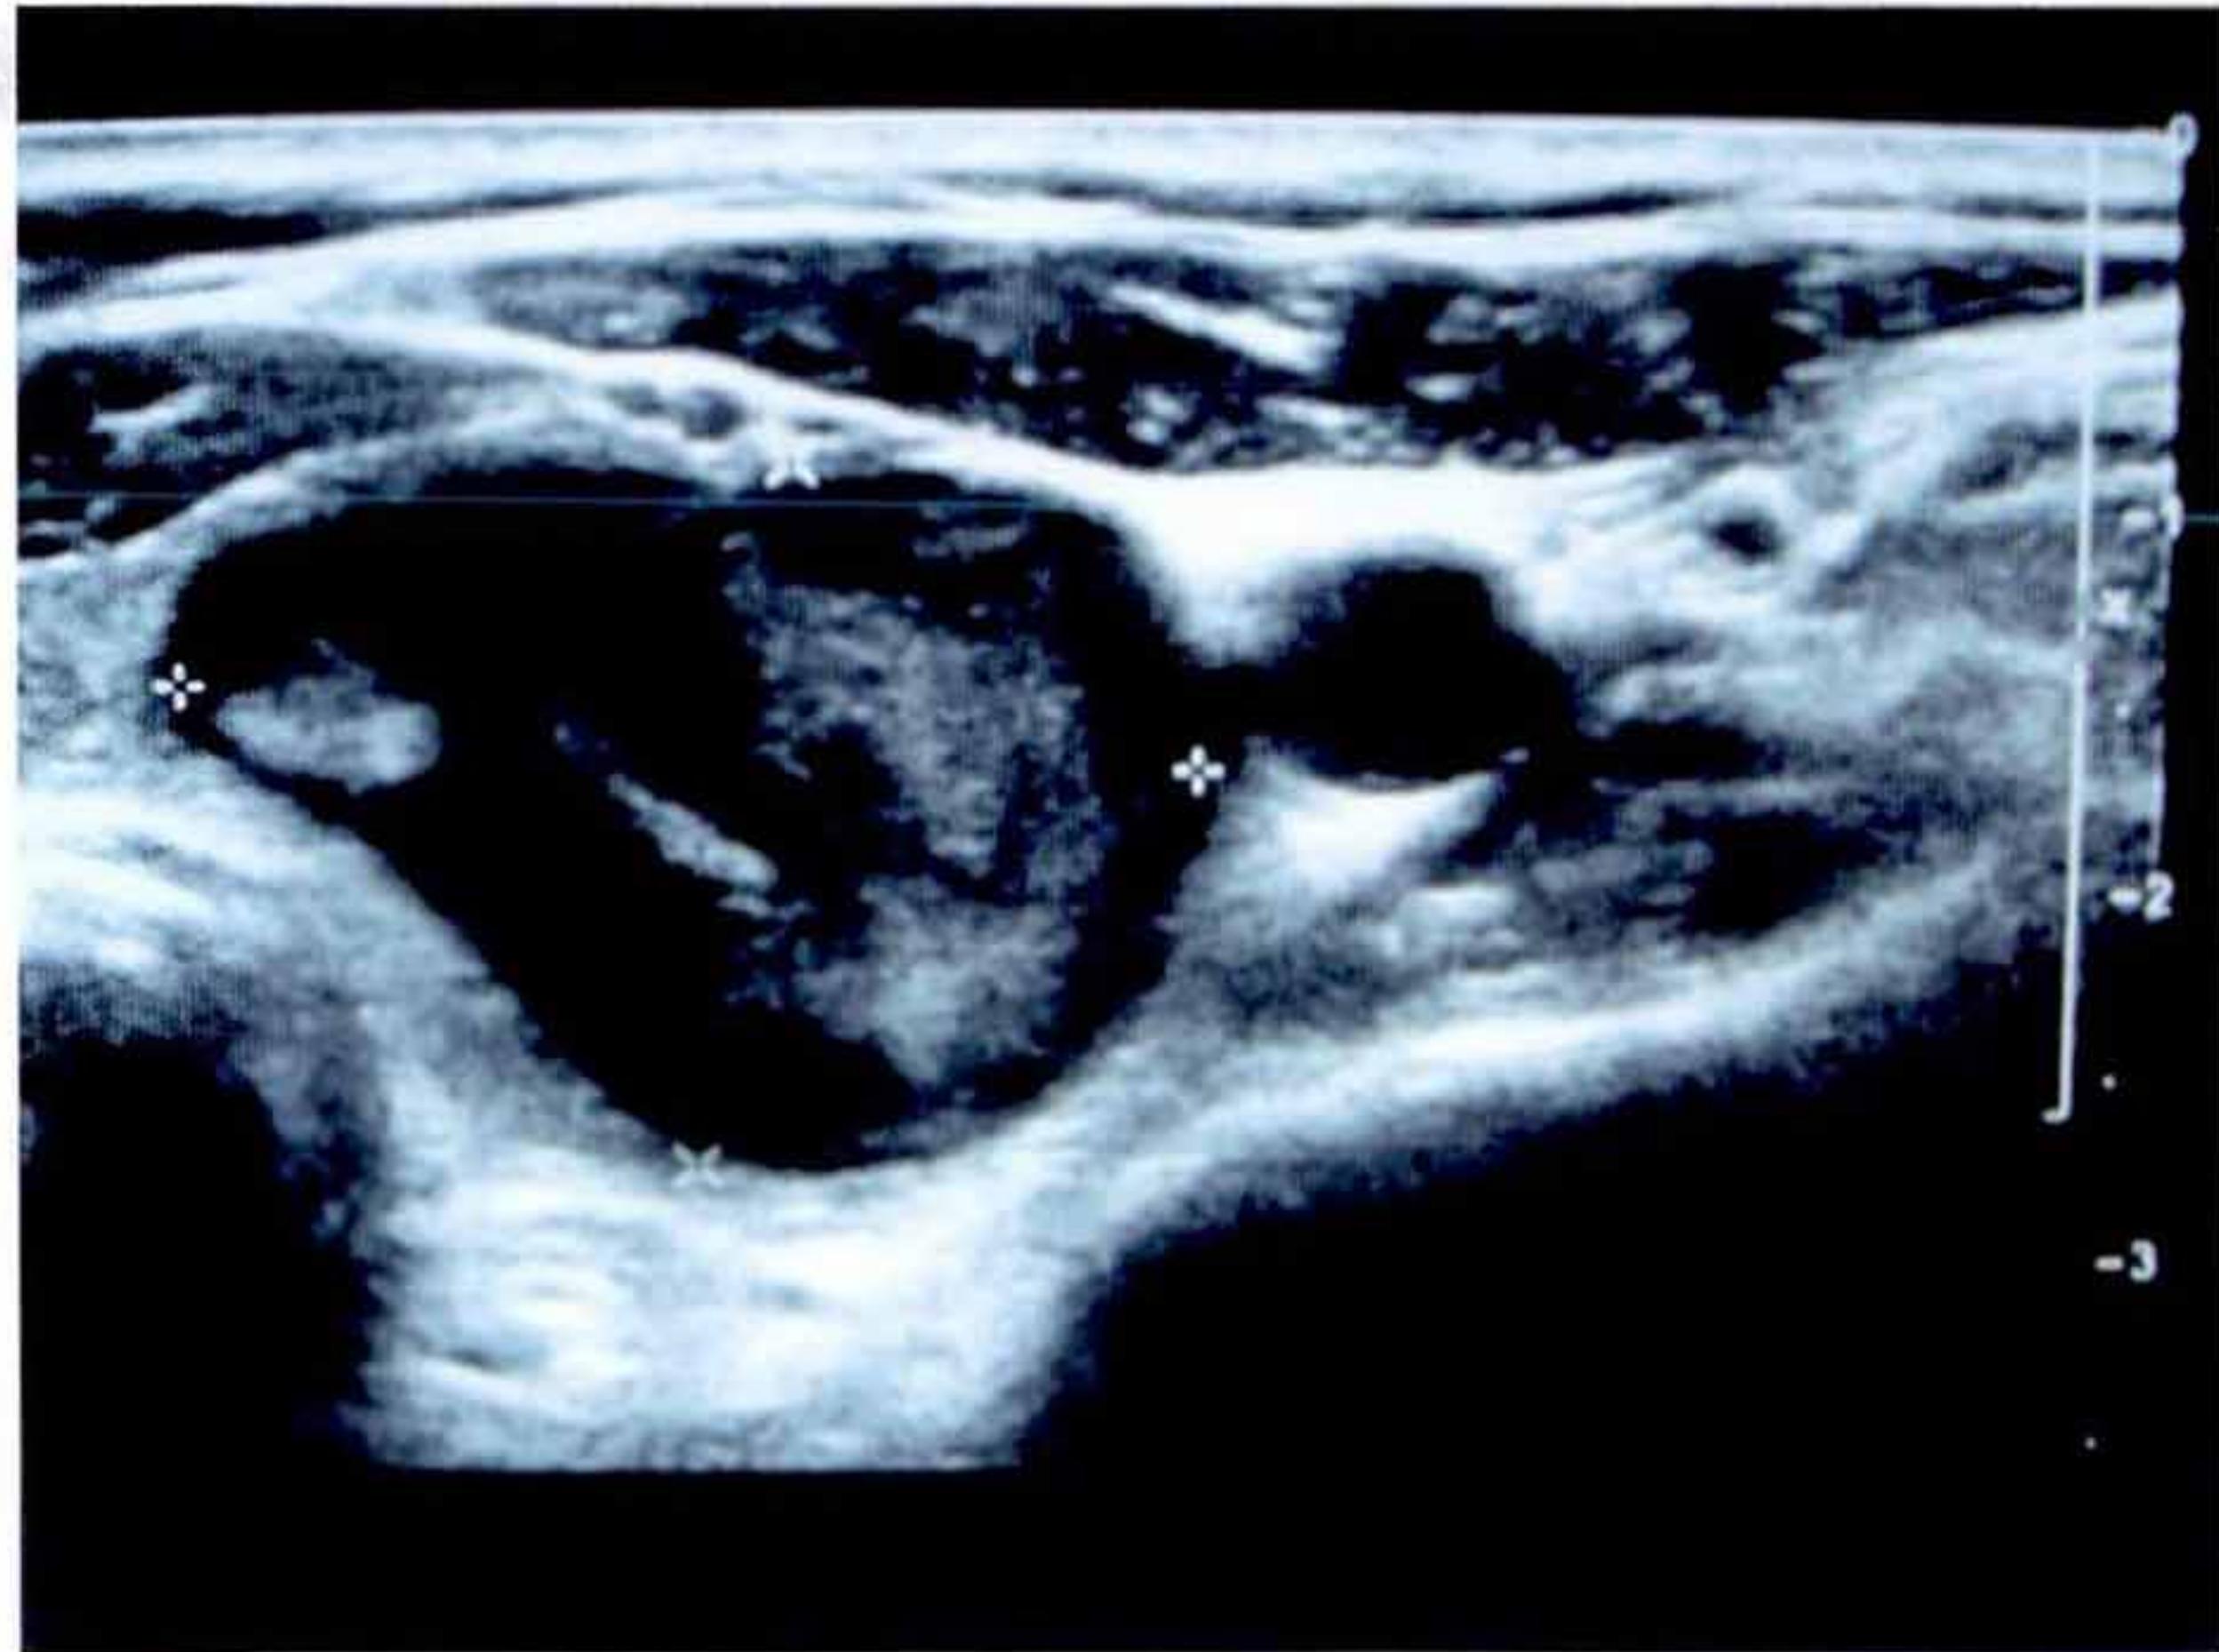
Preoperative neck ultrasonography shows  $3.5 \times 2.5$  cm sized well defined, hypoechoic nodule at left thyroid.
